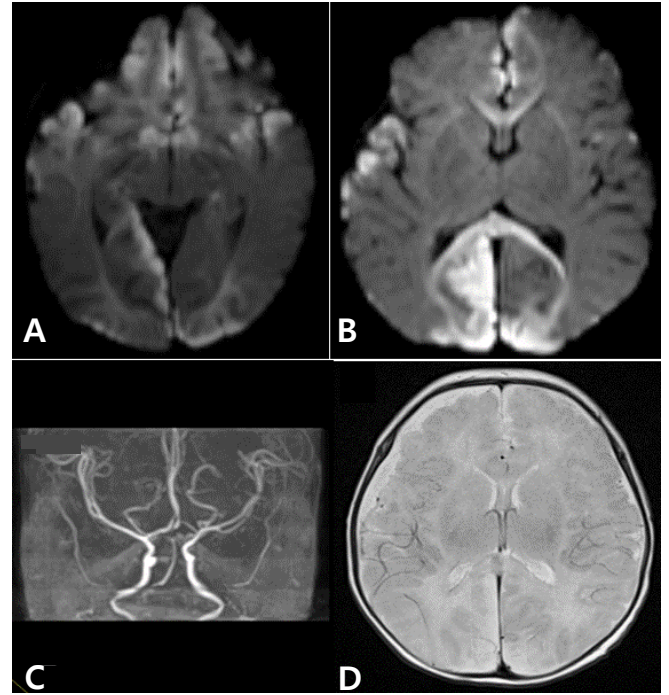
Magnetic resonance image and angiography performed on the 4th hospital day showed (A, B) multifocal diffusion restriction at cortex of cerebral hemisphere and corpus callosum, (C) suspicious multifocal stenosis, and (D) extra-axial fluid collection at bilateral cerebral convexity.
